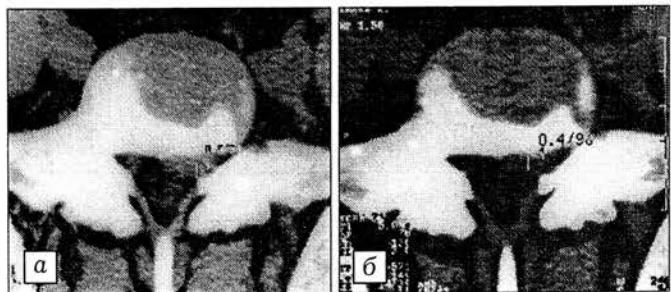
Компьютерная томограмма диска L5-S1: а — до операции (протрузия 6 мм); б — через 1 мес после операции (протрузия 4 мм).
